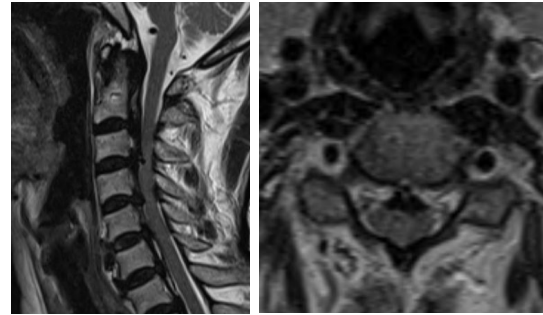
MRI of patient who are diagnosed OPLL
